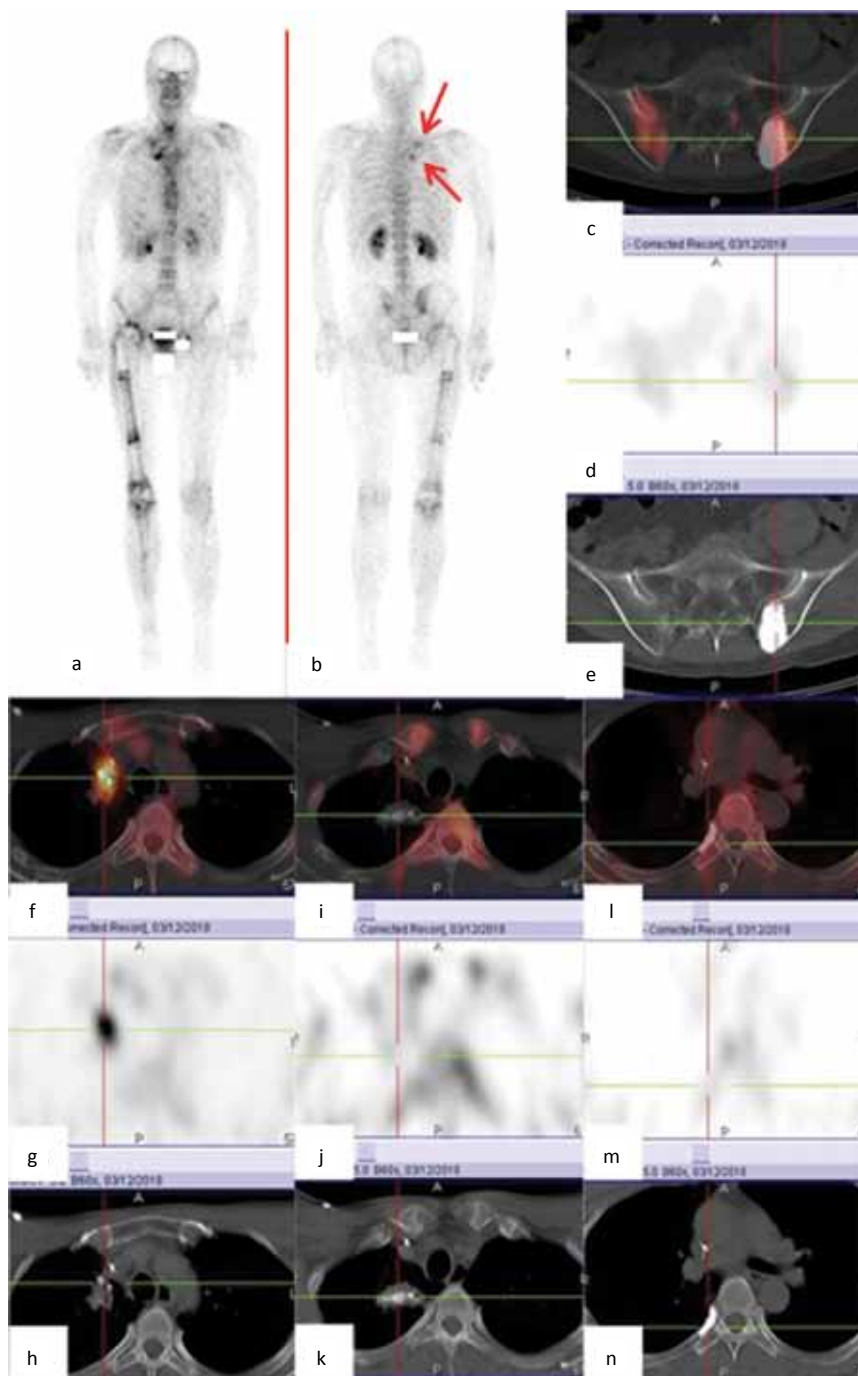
Control check-up on 12.03.2018. Bone scan (a, b) and SPECT/CT of the pelvis (c, d, e) and chest different levels (f-n). On bone scan in the anatomical projection of the apex of the right hemithorax, increased accumulation of osteotropic radiopharmaceutical (arrows) manifested again. SPECT/CT showed an additional node of pathological osteogenesis in the apex of the right lung, extremely suspicious in a relapse of the disease (f, g, h). In previously identified metastases in the right lung, the level of accumulation of radiopharmaceuticals returned to normal level (i, j, k). In the 7th right rib (l, m, n) and the left ilium (c, d, e) metastases in the phase of complete reparation, with no signs of osteometabolic activity
